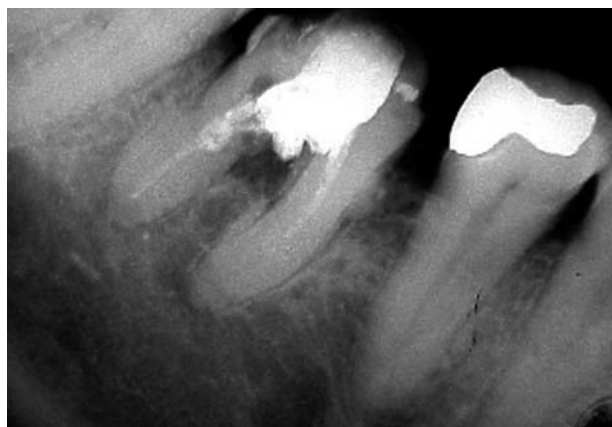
Radiografía de un primer molar inferior. Se puede apreciar la presencia de un tratamiento endodóntico incompleto y una perforación en el área de la furcación, atravesada por material radiopaco.
